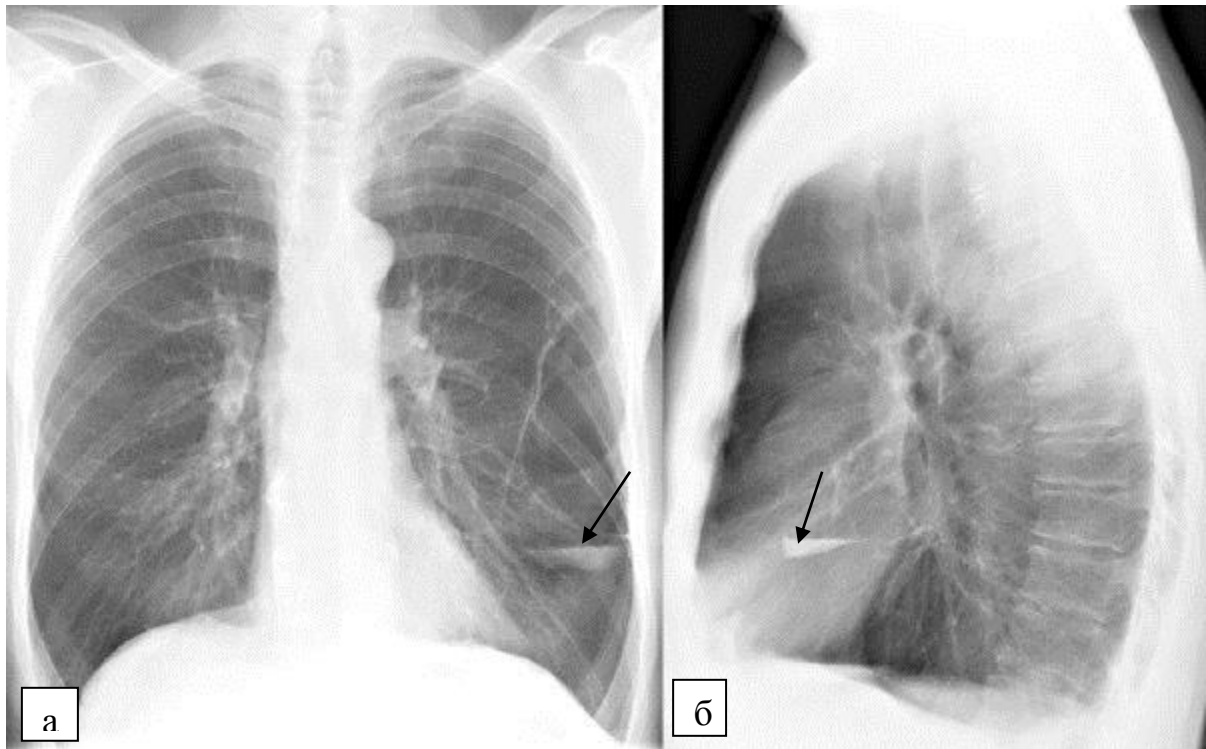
Обзорные рентгенограммы легких в прямой (а) и левой боковой проекциях (б). Ограниченное просветление с горизонтальным уровнем жидкости (стрелки) в латеральной зоне левого легочного поля неправильной овальной формы с тонкими четкими стенками, латеральная стенка просветления сливается с грудной стенкой. Гигантская эмфизематозная булла левого легкого
